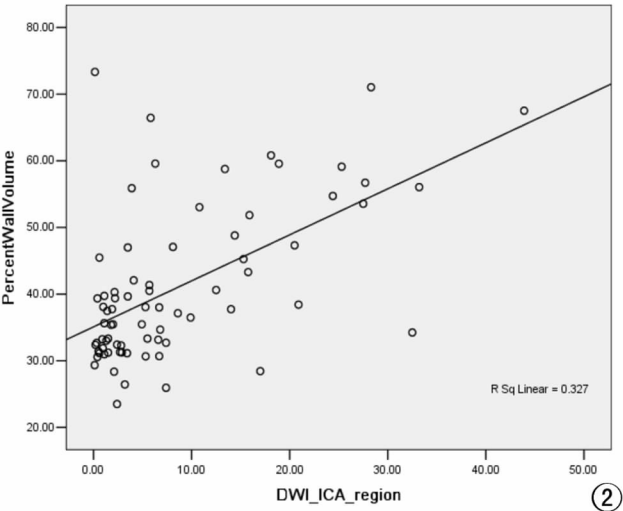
症状侧颈动脉管壁体积标准化指数与同侧颅内 DWI 阳性病灶体积的关系。
